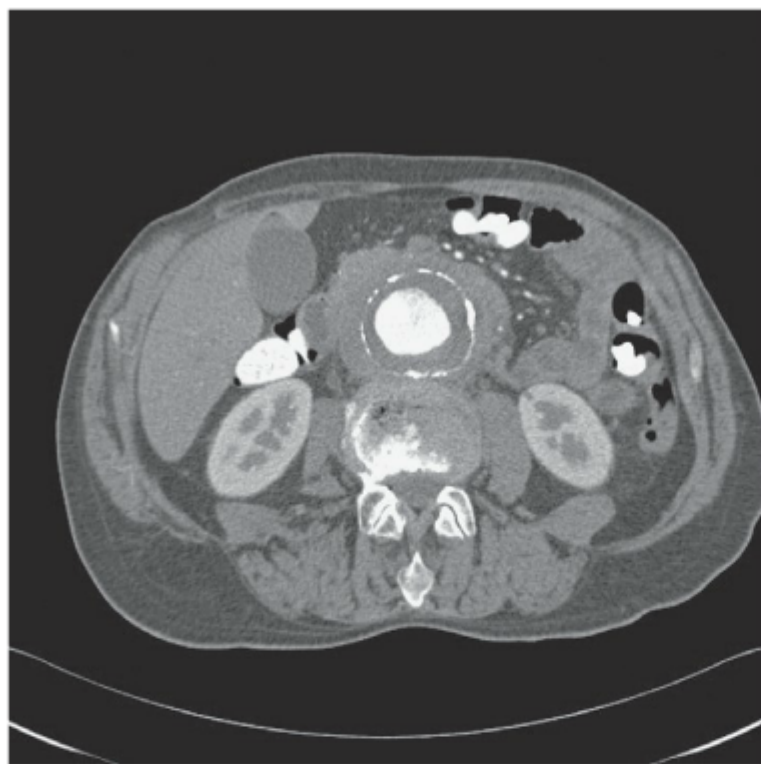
Imagem em corte transversal de TC confirmando a presença de aneurisma aórtico abdominal inflamatório. Observe a camada espessa de tecido inflamatório vascularizado ao redor do aneurisma.
